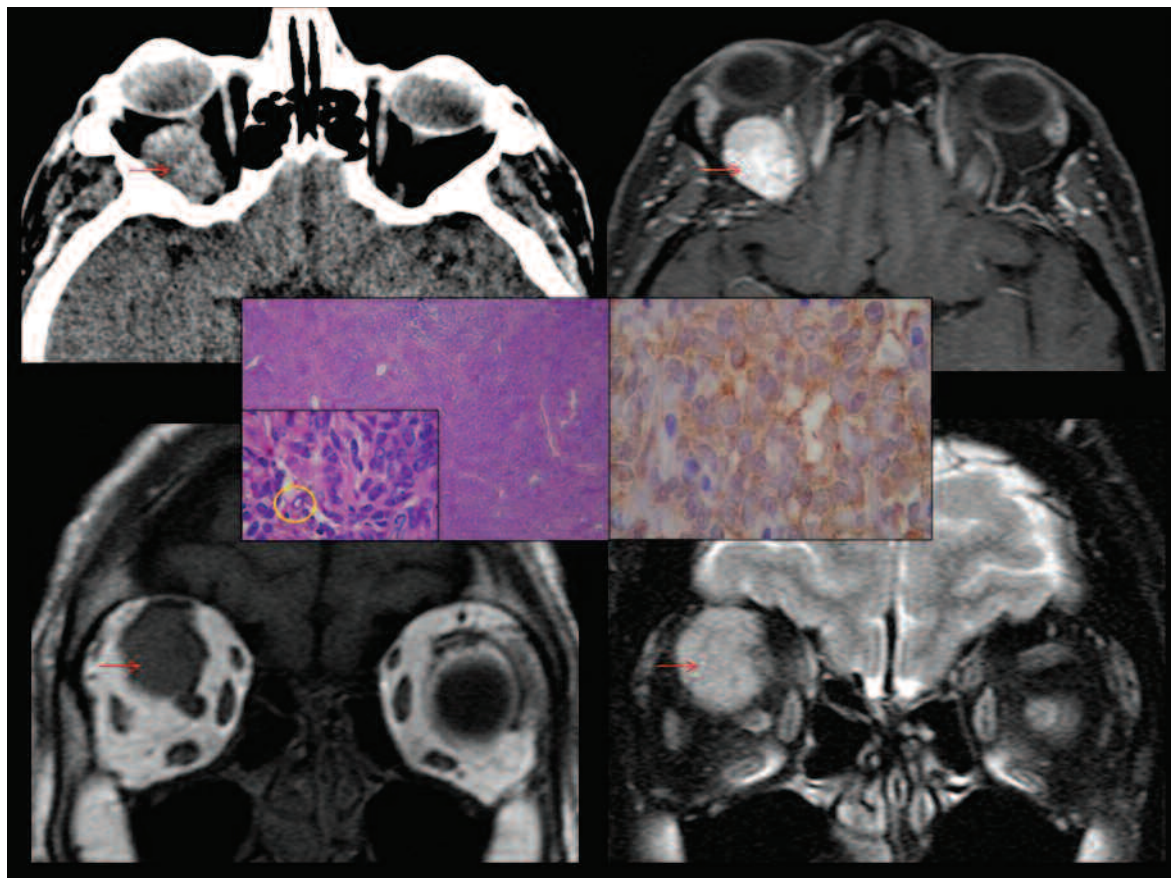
Paciente masculino de 59 años que consulta por exoftalmos. TC: masa de densidad de partes blandas en relación al nervio óptico. RM: formación ovoide intraconal isointensa en secuencia T1 e hiperintensa en T2 con realce homogéneo. AP: proliferación fibrovascular homogénea con núcleos "vacíos", antígeno epitelial de membrana positivo (EMA +). Meningioma del nervio óptico.
